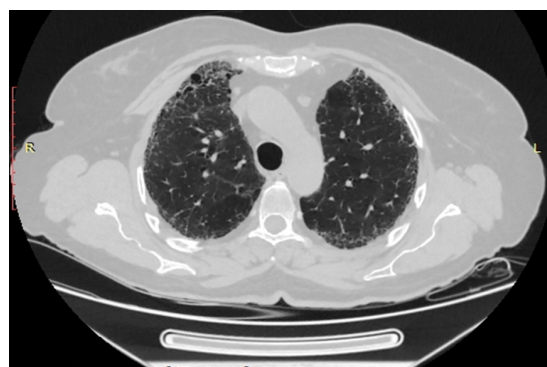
Компьютерная томография органов грудной клетки пациентки
